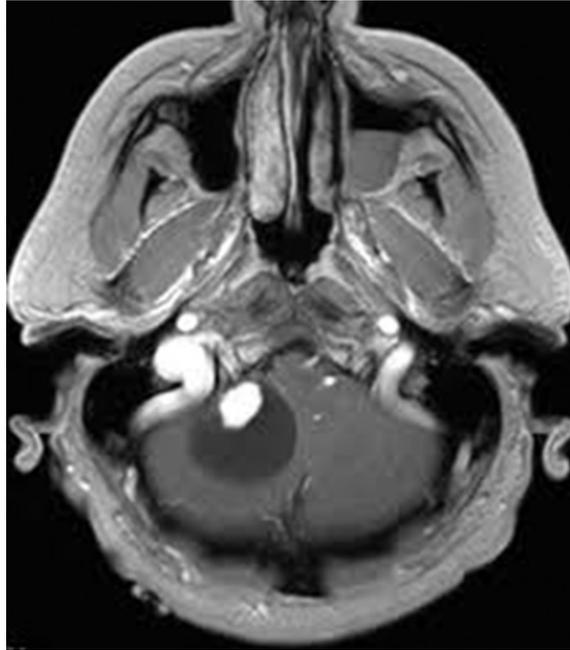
IRM séquence T1 injectée, centrée sur la fosse postérieure. Il existe une prise de contraste au sein d'un kyste hypointense. Hémangioblastome du cervelet.
